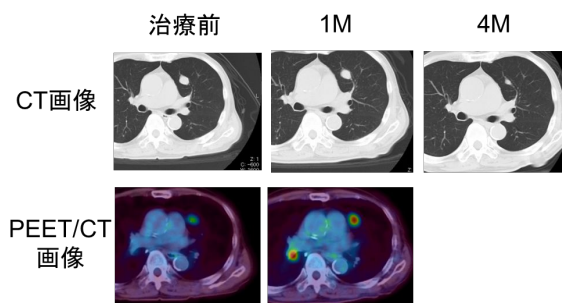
腎癌肺転移病変のニボルマブ投与による1か月目のFDG集積の変化と4か月目の腫瘍サイズの変化
